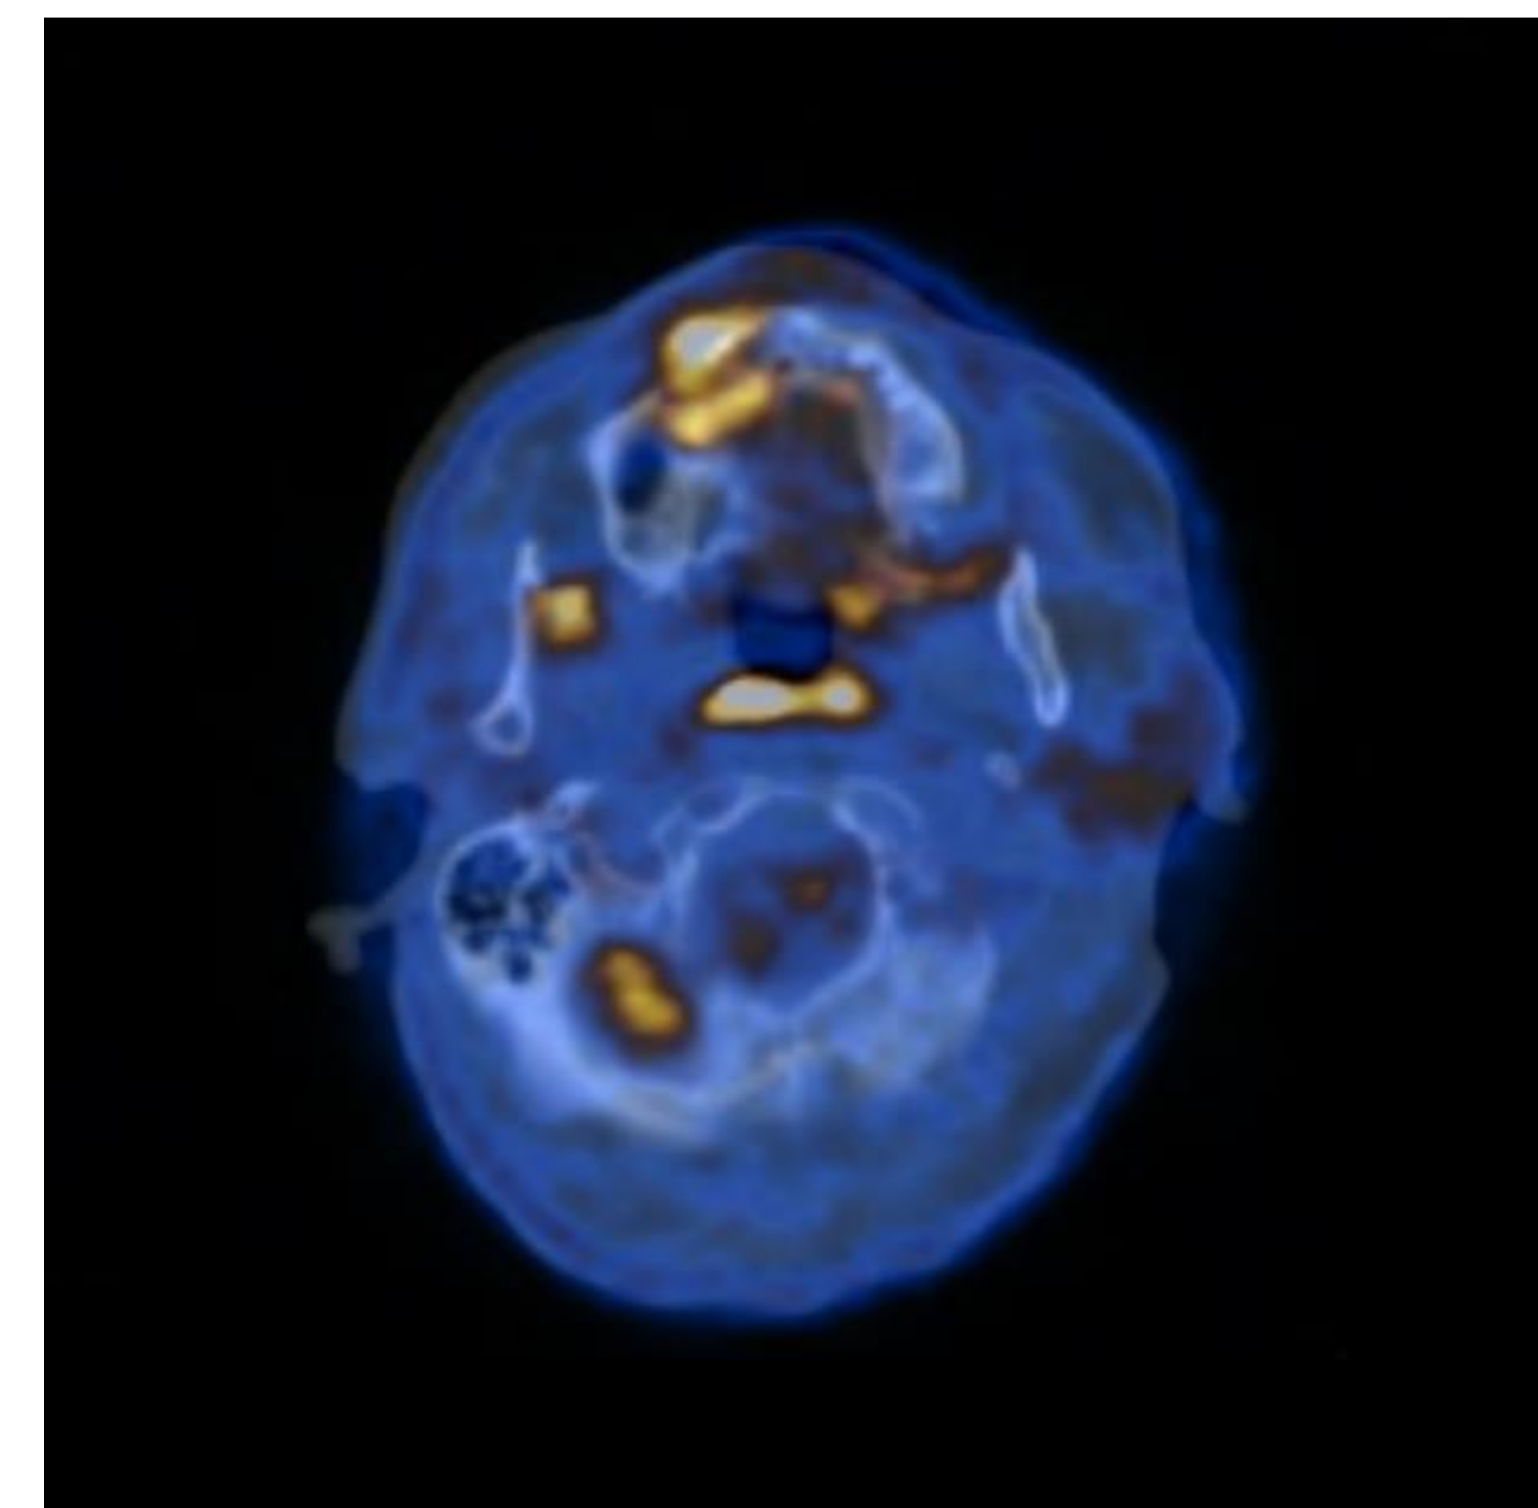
FOCOS DE HIPERCAPTAÇÃO (IMAGEM PET-CT)
